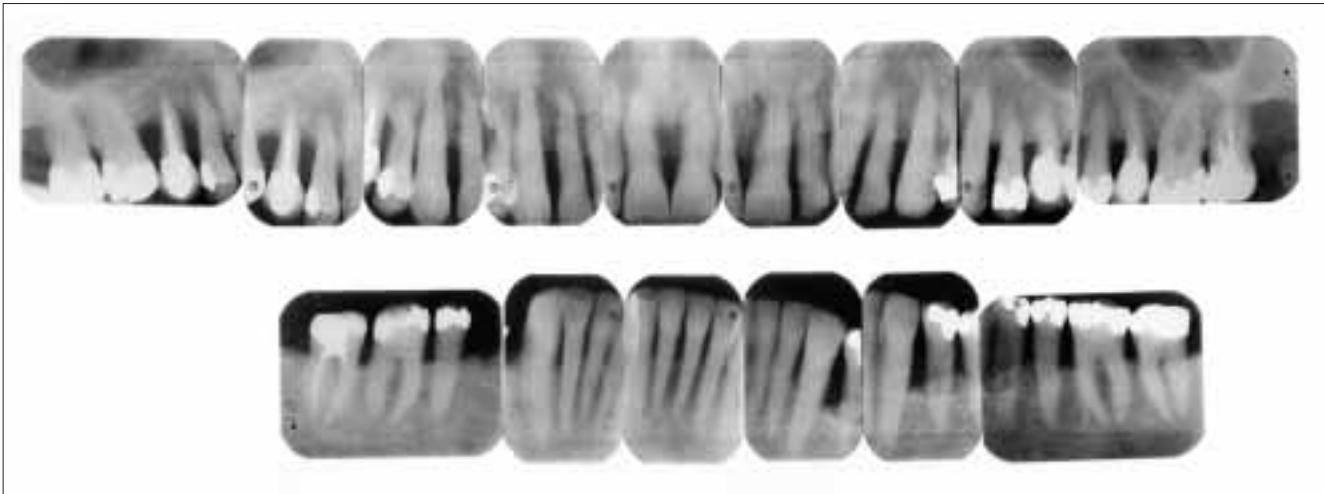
Röntgenstatus des Anfangsbefundes: Generalisierter horizontaler Knochenverlust, lokalisierte anguläre Defekte sowie Furkationsinvolvement bei allen Molaren.
